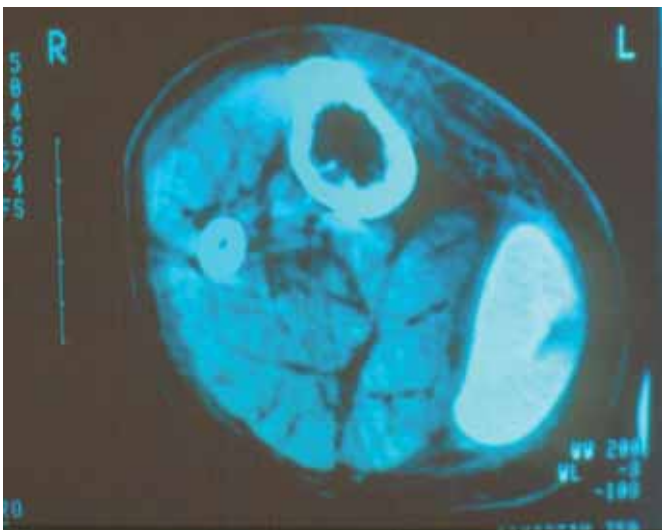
Resonancia Magnética Nuclear (RMN) donde se observa la rotura del implante y la extravasación de silicona a partes blandas.
